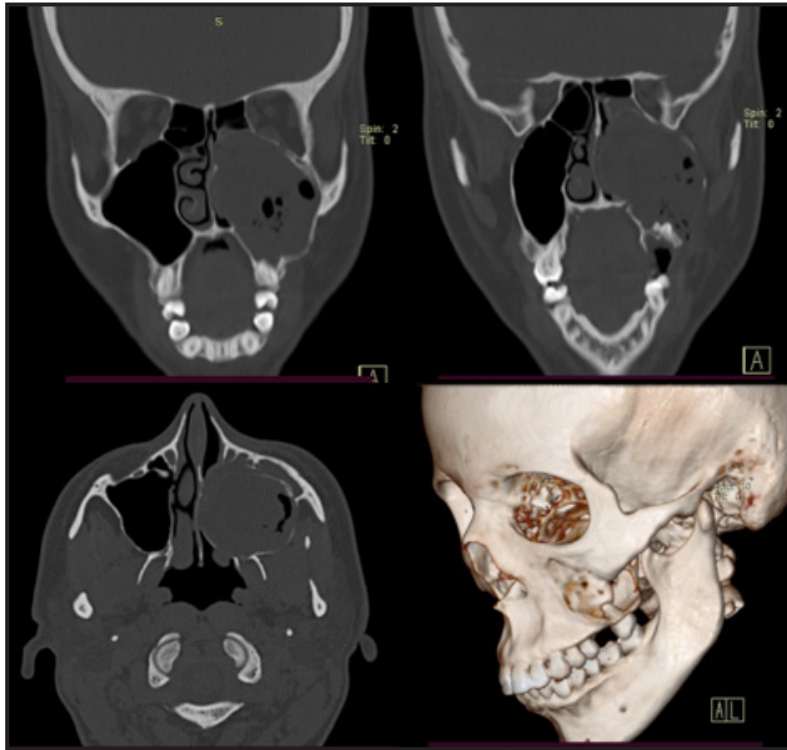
Tomografía simple de nariz y senos paranasales, corte coronal en las figuras superiores, corte axial la figura inferior izquierda, la figura inferior derecha es una reconstrucción 3D donde se constata pared lateral de seno maxilar izquierdo con una solución de continuidad.
